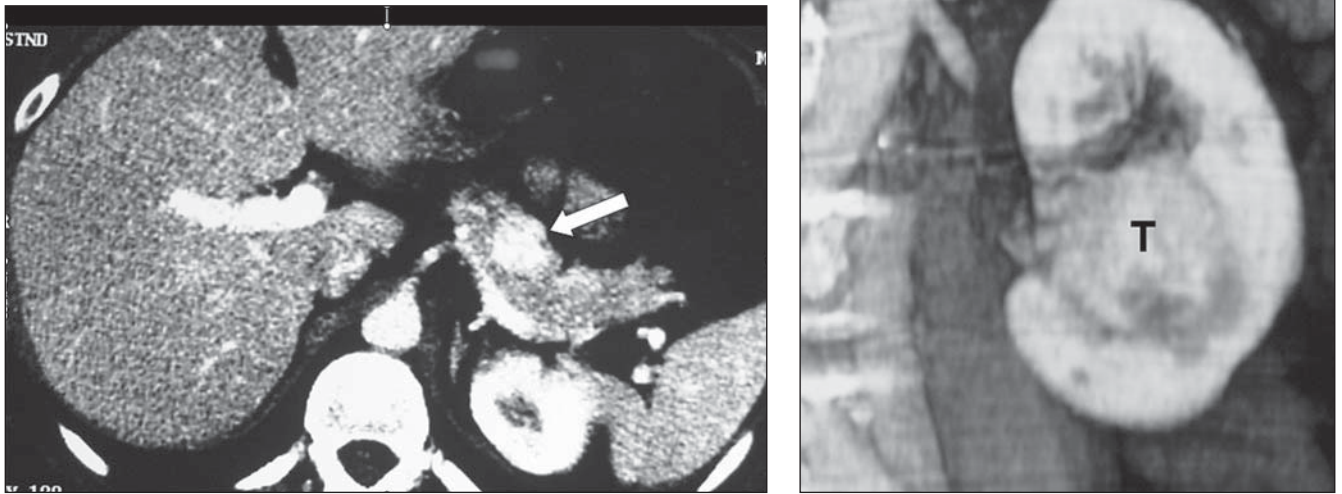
Metástase pancreática única associada a recorrência tumoral no rim contralateral. Paciente do sexo feminino, com 38 anos de idade, submeteu-se a nefrectomia radical direita devido a CCR estágio T3a. Seis anos após, apresentou dor abdominal, perda de peso e hematuria. A: TC com contraste intravenoso revelou a presença de massa sólida hipervascularizada na transição corpo/cauda pancreática (seta). B: Reconstrução coronal dos cortes axiais pós-contraste intravenoso demonstrou lesão tumoral sólida e central (T) no rim esquerdo.
